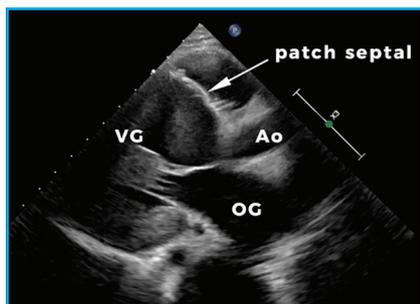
ETT post-chirurgie de Konno modifiée (vue parasternale long axe).
